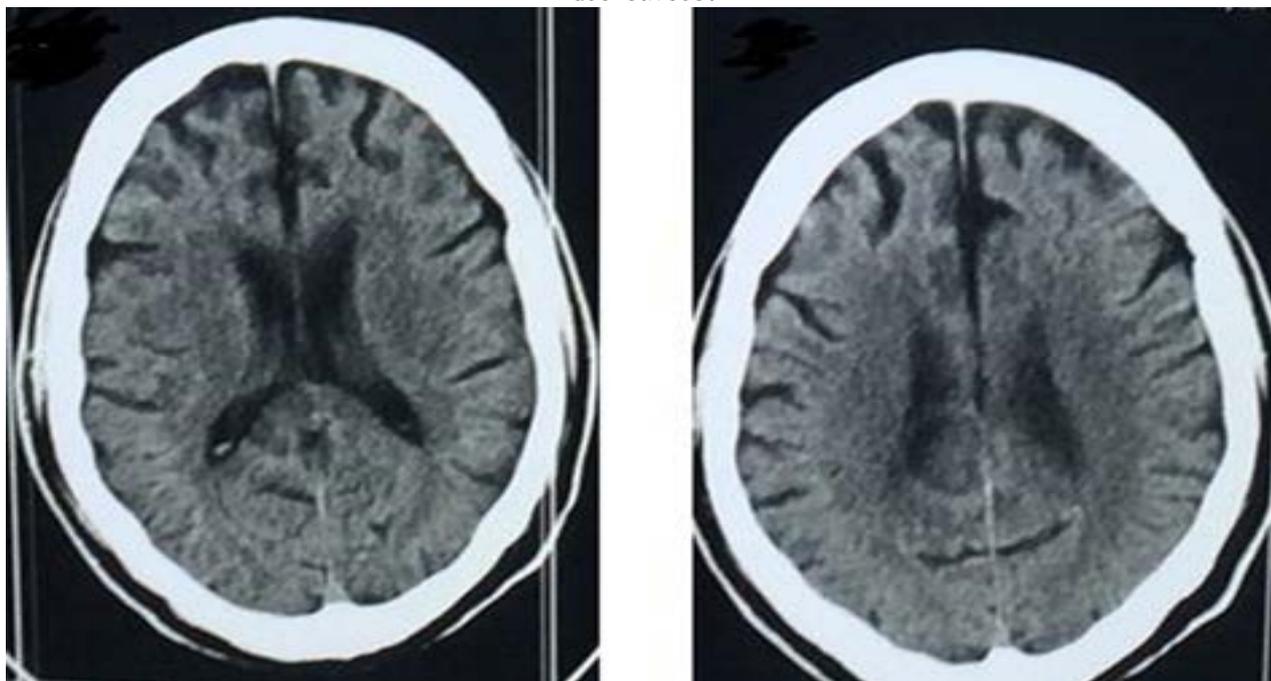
Tomografia computadorizada de crânio, mostrando aumento dos giros cerebrais e atrofia dos sulcos.
